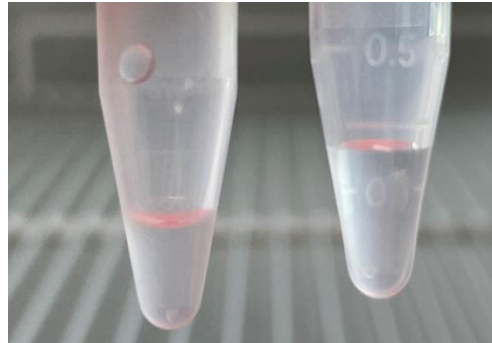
Photographie d'une fraction avec SUVs et ménisque (*gauche*) et d'une fraction sans SUVs et sans ménisque (*droite*).
